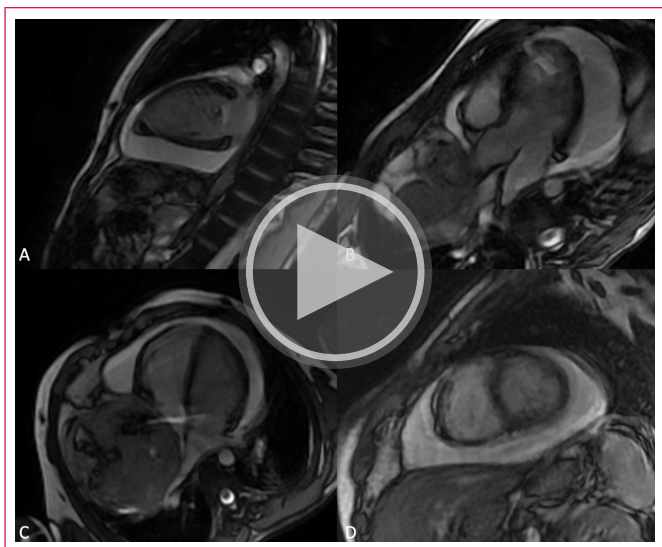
Resonancia magnética cardíaca (RMC). Localizadores axial (A), coronal (B) y sagital (C) como primera aproximación a la magnitud de la masa. Se observa una lesión heterogénea (*asterisco*), en estrecha relación con las cavidades derechas y un derrame pericárdico importante (*flecha*).
